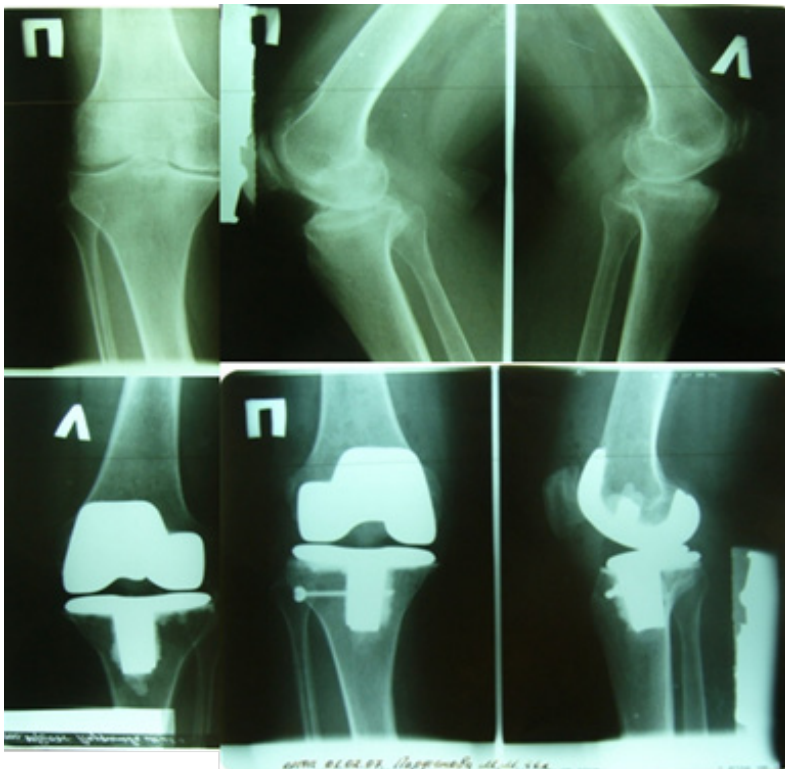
Рентгенограммы пациентки С. до и после тотального эндопротезирования обоих коленных суставов
